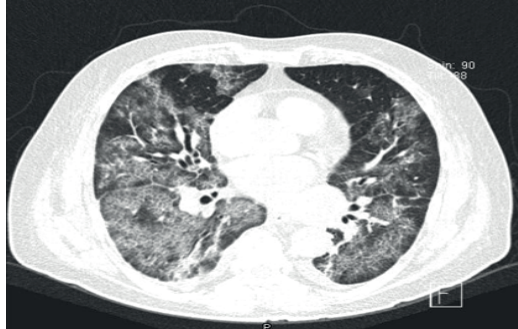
Tomografía axial ventana pulmonar de control al tercer día de estancia intrahospitalaria
